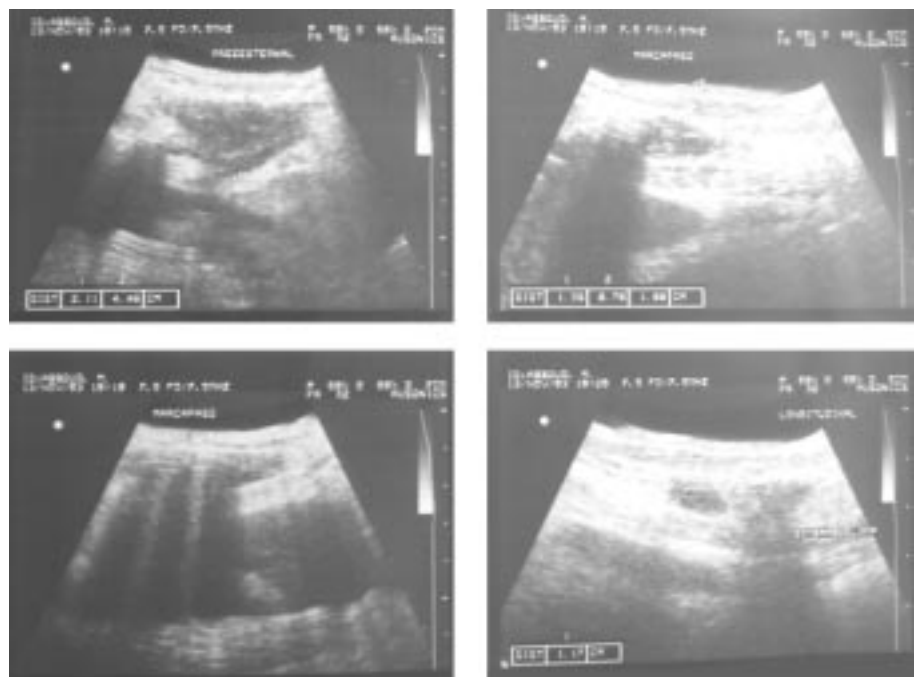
Ecografía de partes blandas en la que se observa imagen anecoica (colección en tejido celular subcutáneo) con ecos en su interior (correspondientes al generador del marcapasos).
